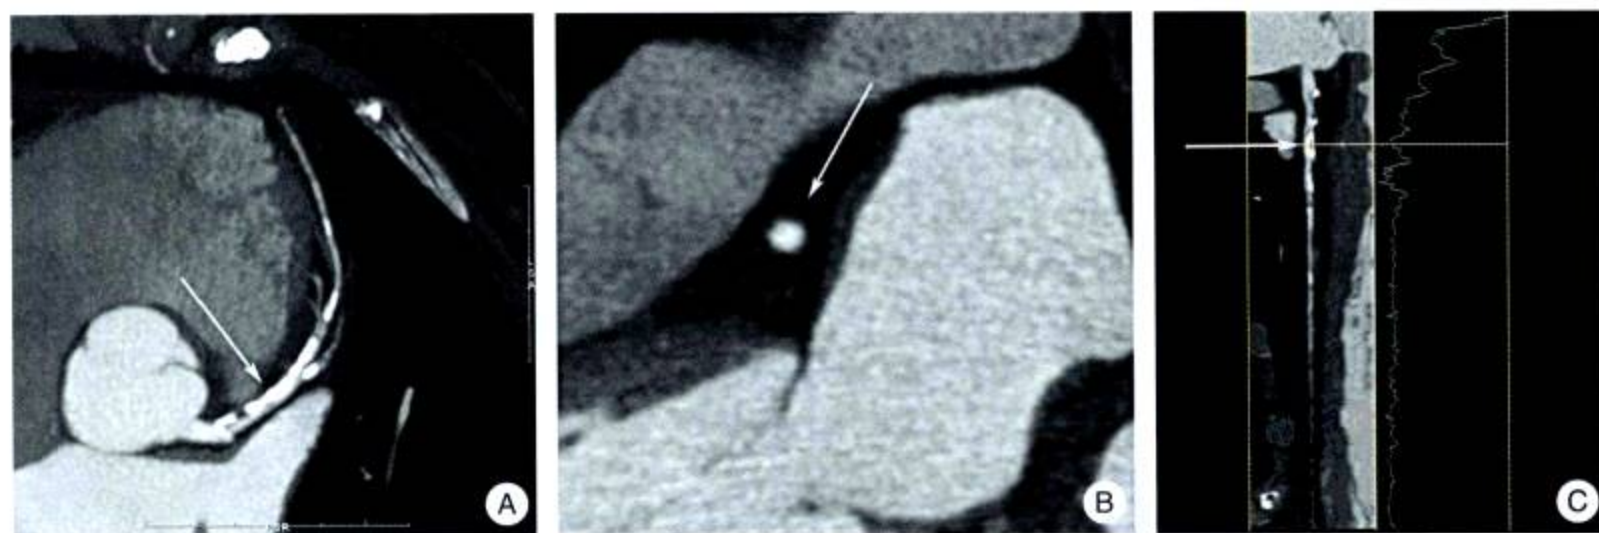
前降支近心段钙化性完全梗阻 (↑)，横断面高密度钙化、完全闭塞 (↑)，CT 值： $415\text{HU}$
